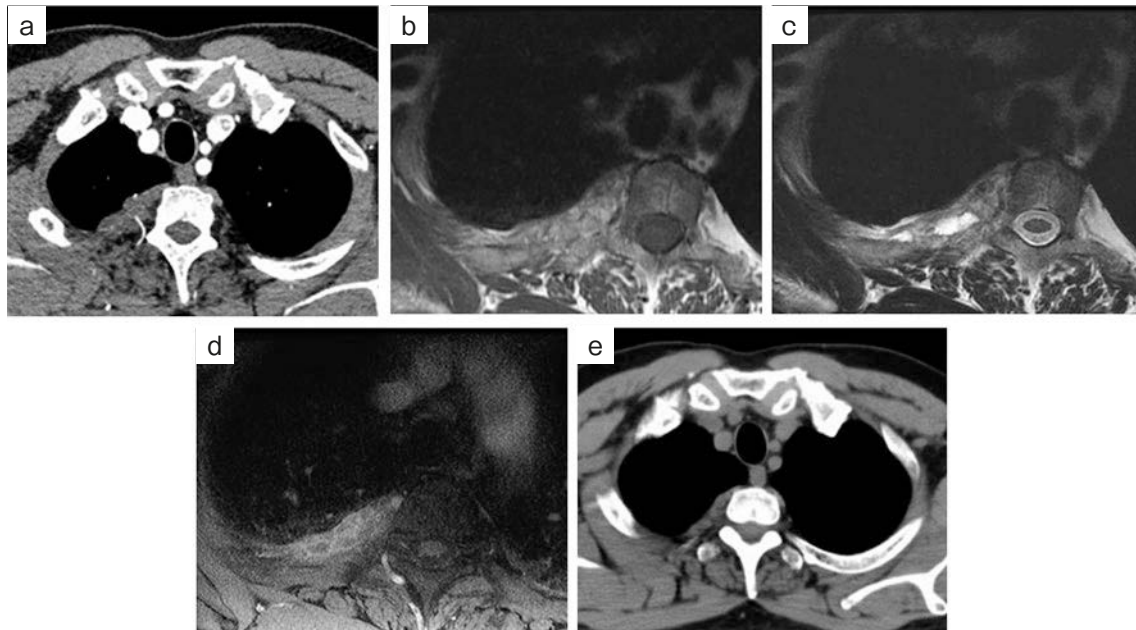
Imaging findings. (a) Contrast-enhanced CT of the chest showing the posterior mediastinal tumor with supreme intercostal artery invasion at the apex of the chest cavity. (b) Chest magnetic resonance imaging (MRI) tumor findings showing the low-intensity area on T1-weighted images and (c) area of partial high intensity on T2-weighted images. (d) Gd-DTPA-enhanced T1-weighted MRI showing gradual enhancement of the mass. (e) Unenhanced chest CT finding showing the posterior mediastinal tumor shrinkage at 4 months after administration of praziquantel (75 mg/kg for 3 days).
